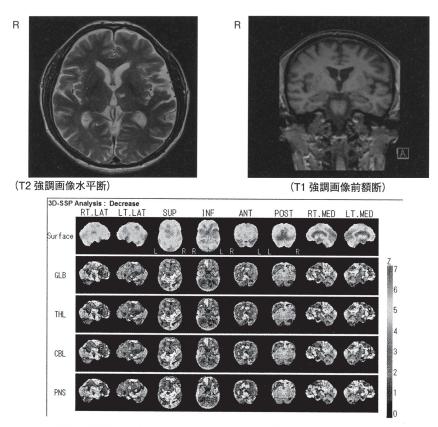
当院, 初診時頭部 MRI 画像および <sup>123</sup>I-IMP SPECT 画像
